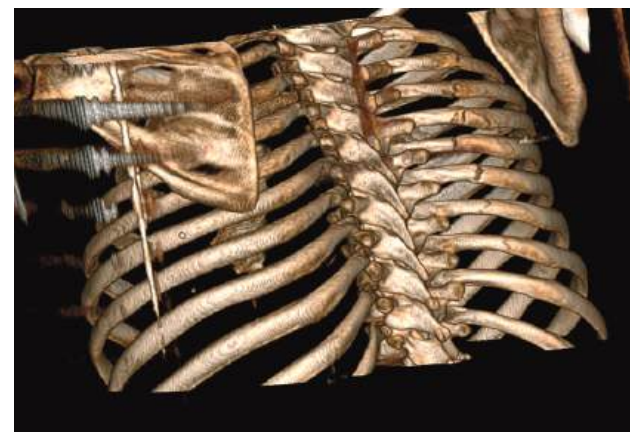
МСКТ-реконструкция груди:
